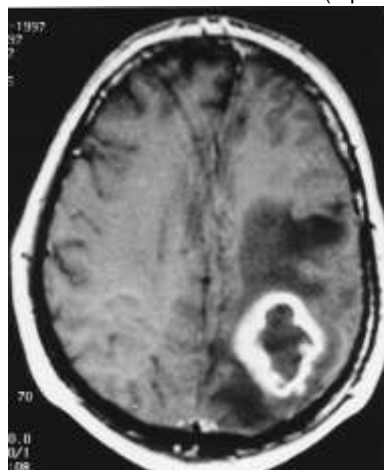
Tomografia computadorizada do crânio de um paciente com um abscesso frontal realizada após injeção de contraste mostrando uma lesão hipodensa com anel periférico de retenção de contraste., sugestiva de um abscesso cerebral.
